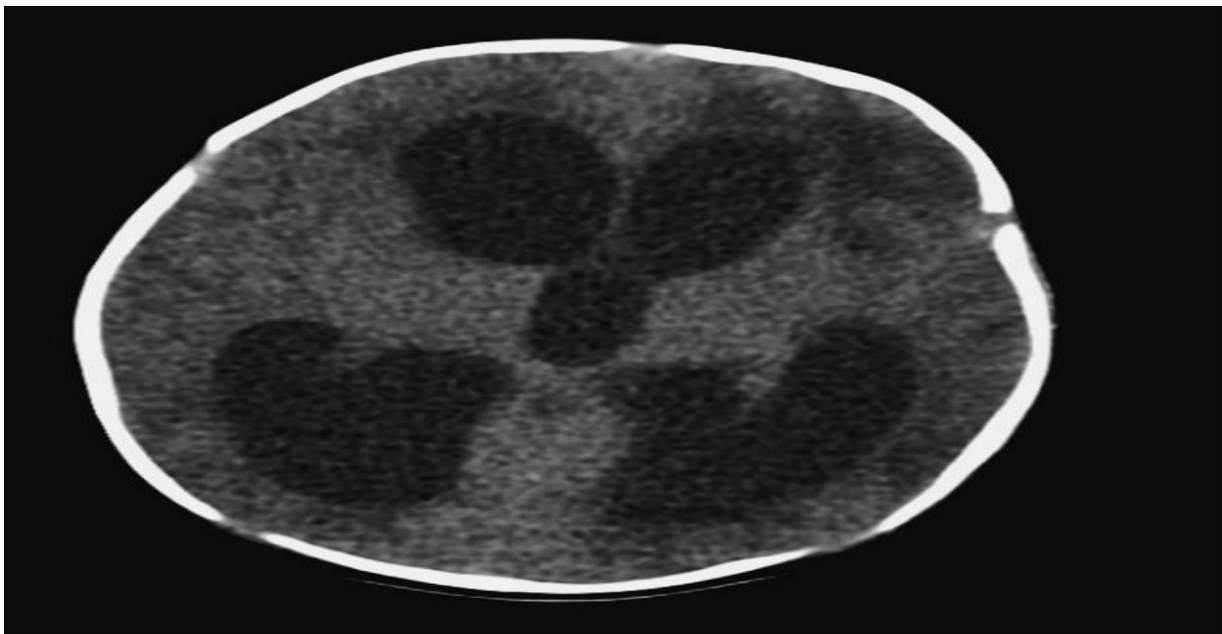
Image radiologique d'une TDM cérébrale (coupe axiale) montrant une dilatation tétra-ventriculaire chez un nouveau-né atteint de méningite [Iconographie du service de néonatalogie et réanimation néonatale CHU Mohammed VI].
